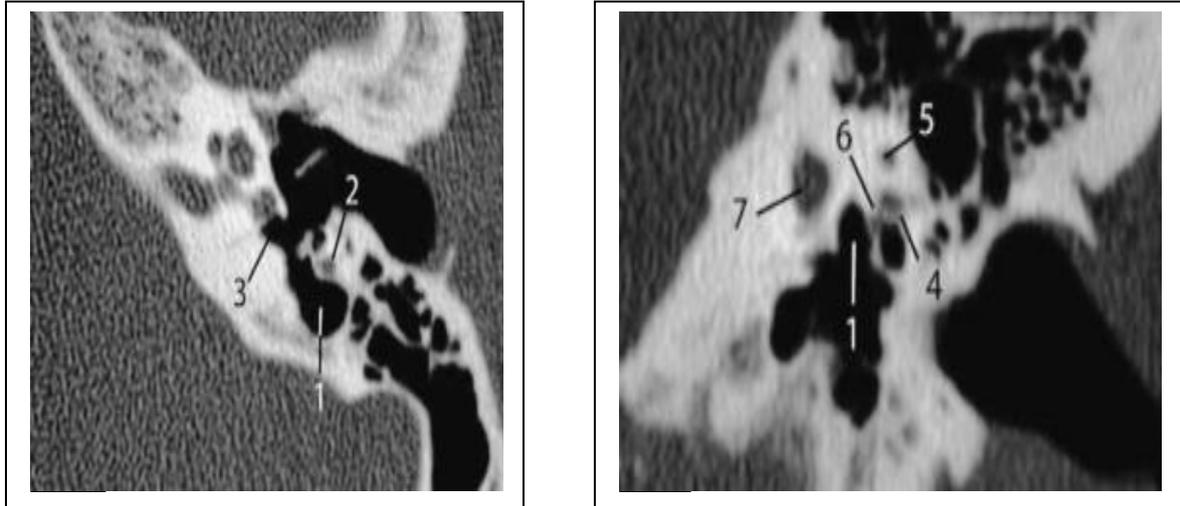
TDM, coupes axiale (a) et coronale (b) : (1) Sinus tympani , (2) troisième portion du canal facial; (3) récessus de fenêtre ronde: (4) deuxième coude du canal facial: (5) canal semi-circulaire latéral : (6) canal du muscle de l'étrier (7)
